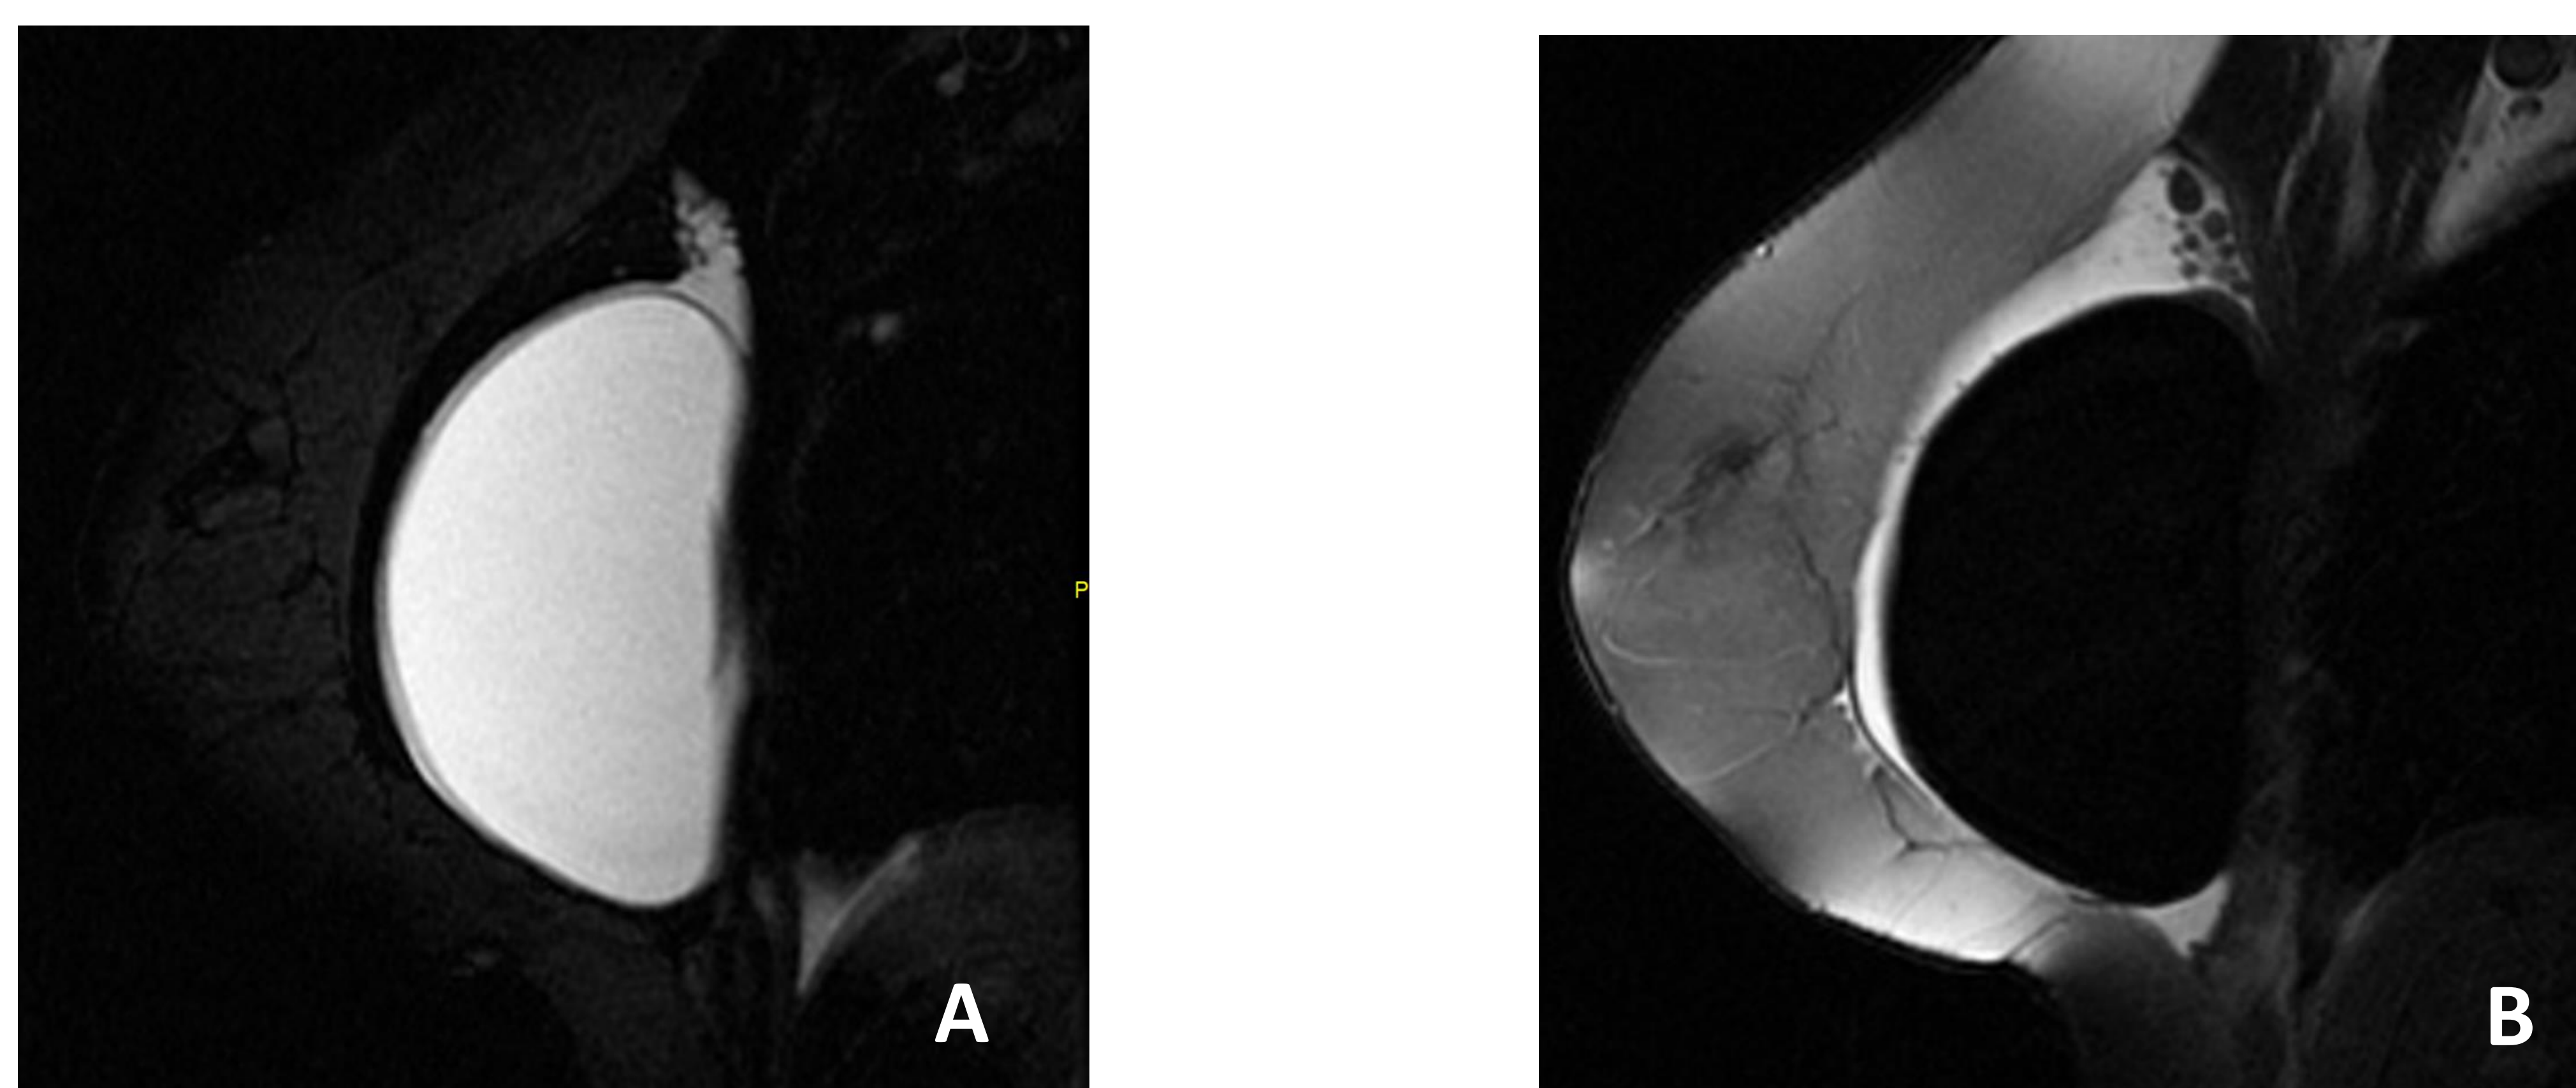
RM mamaria de paciente con antecedentes de rotura extracapsular previa y con recambio de prótesis. A) Imagen sagital de mama derecha en secuencia específica para silicona que nos ayuda a delimitar la silicona, no se visualiza silicona fuera de la cápsula que indique rotura extracapsular. B) Imagen sagital de mama derecha en secuencia de supresión de silicona, se delimitan siliconomas en la cola axilar de la mama, secuelas de la rotura extracapsular previa, también existe líquido periprotésico.
